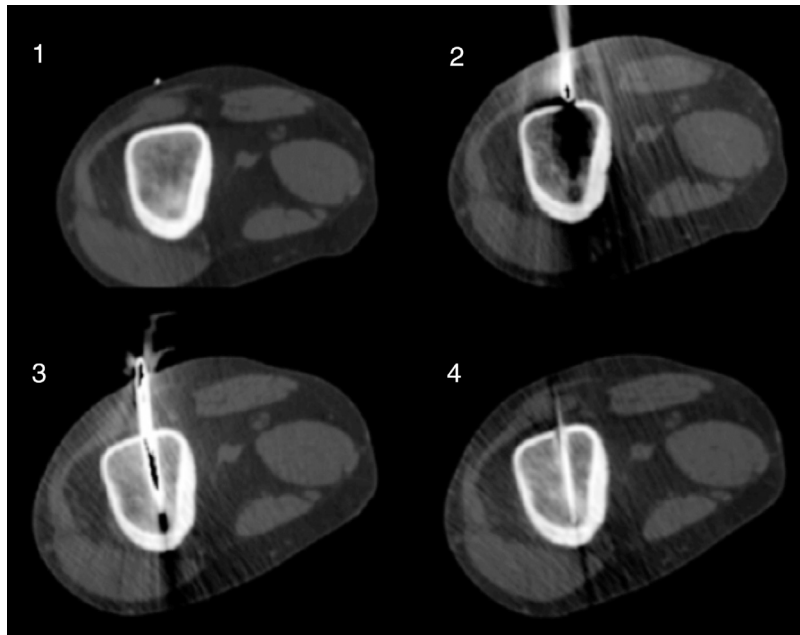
1, corte axial de TC do braço direito que revela lesão osteolítica com halo esclerótico localizada no úmero, associada a espessamento cortical, sugestivo de osteoma osteoide; 2, início da inserção da agulha Jamshidi; 3, agulha Jamshidi introduzida no interior do úmero; 4, TC do braço direito que mostra o correto posicionamento da agulha de ablação no interior da lesão.
